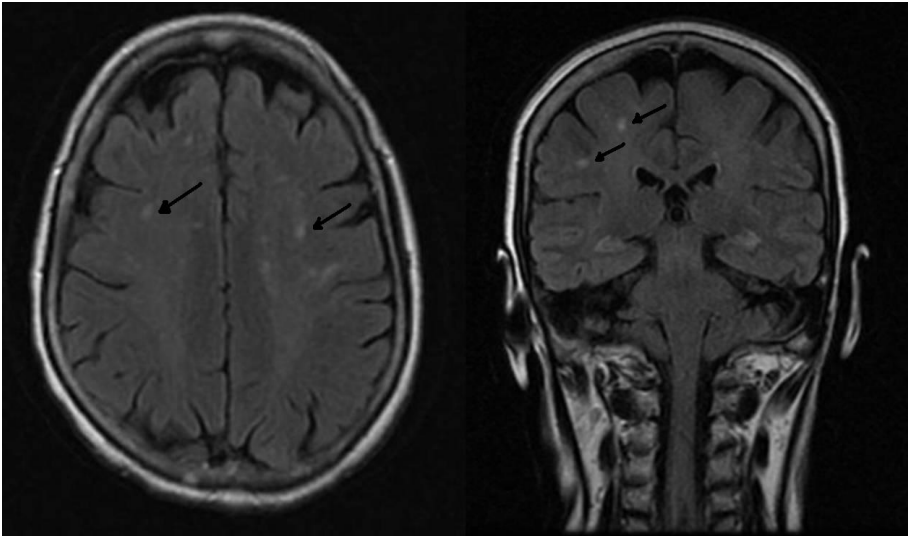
RM cerebral (secuencia FLAIR). Se observan imágenes puntiformes hiperintensas localizadas en la sustancia blanca subcortical, supratentorial, inespecíficas.
